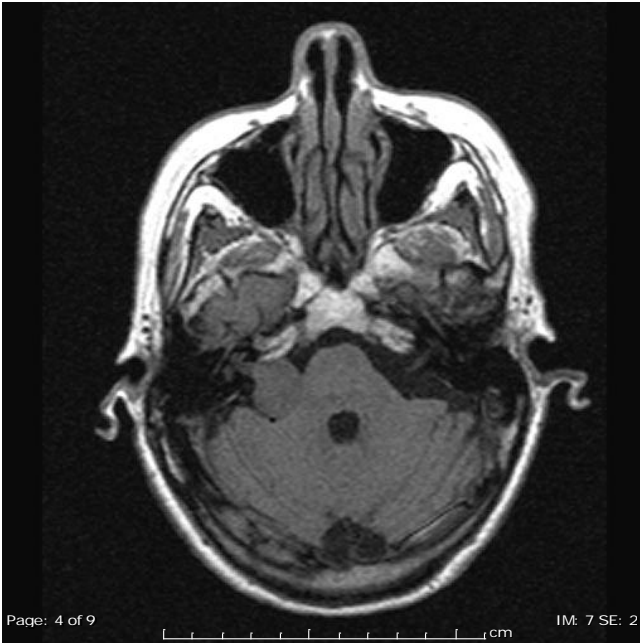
Se observa imagen de resonancia magnética ponderada en T1 donde se observa una lesión redondeada de bordes bien definidos isointensa al parénquima cerebeloso, homogénea localizada en el ángulo pontocerebeloso derecho, en relación a Schwannoma.
